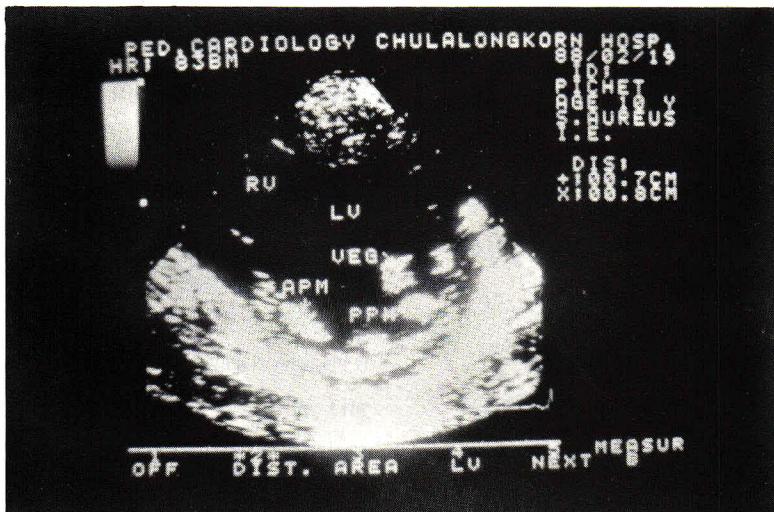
2 DE in parasternal short axis of left ventricular projection in a 12 year old boy with *Staphylococcus aureus* septicemia. A echo-dense mass is attach to posterior papillary muscle of left ventricle.
